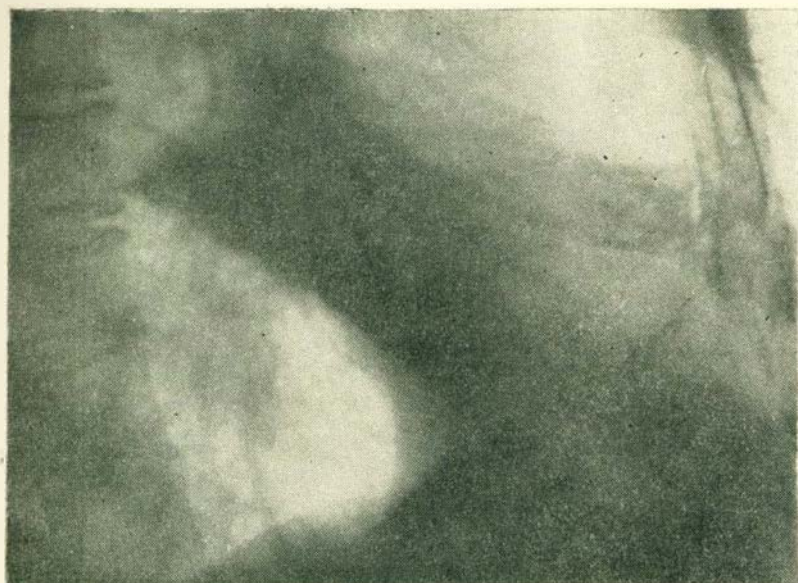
Боковая рентгенограмма того же наблюдения (контактный снимок).
